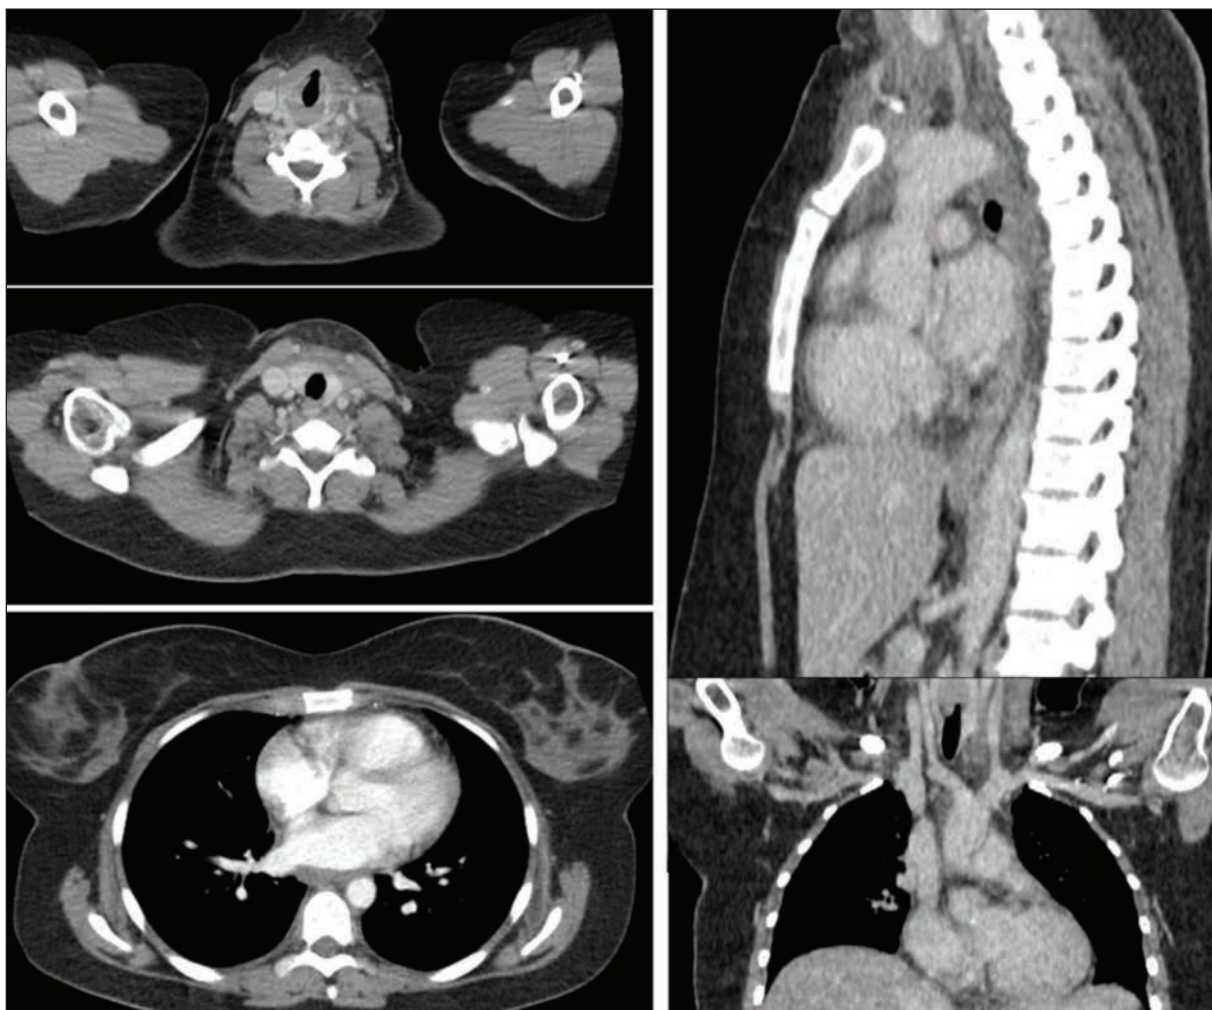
CT diagnostic images of the chest and abdomen a few days after admission. No typical signs of mediastinal inflammation or abscesses. Retrospectively, fat stranding in mediastinum is seen.
